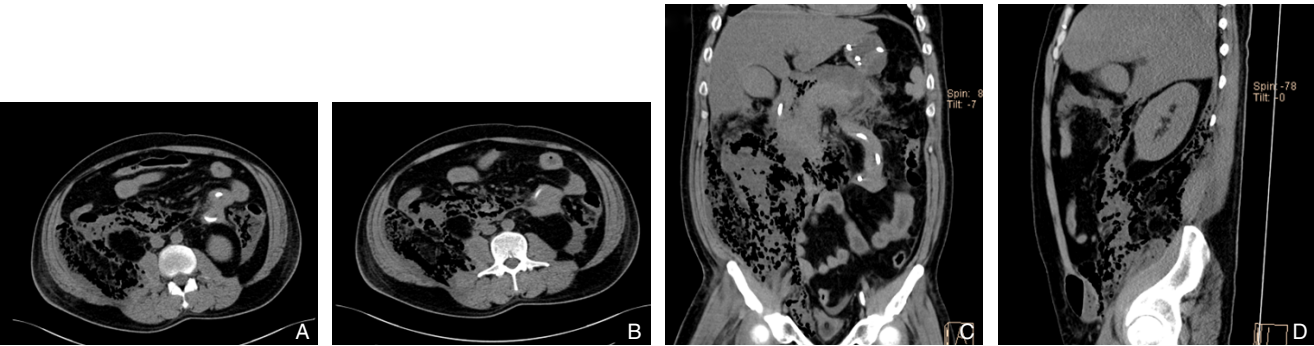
早发广泛性EP的CT图像(胰周、双侧结肠旁及右侧腹膜后间隙、右下腹前壁组织及右侧腹股沟管内大量积气, 呈蜂窝状改变) A-B: 横断位; C: 冠状位; D: 矢状位
